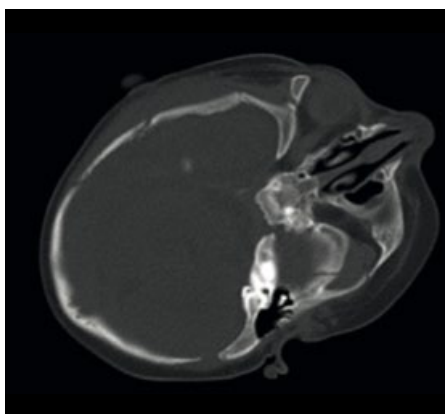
CT-Bild mit Mehrfragmentfraktur des Os temporale rechts und deutlicher Weichteilschwellung
